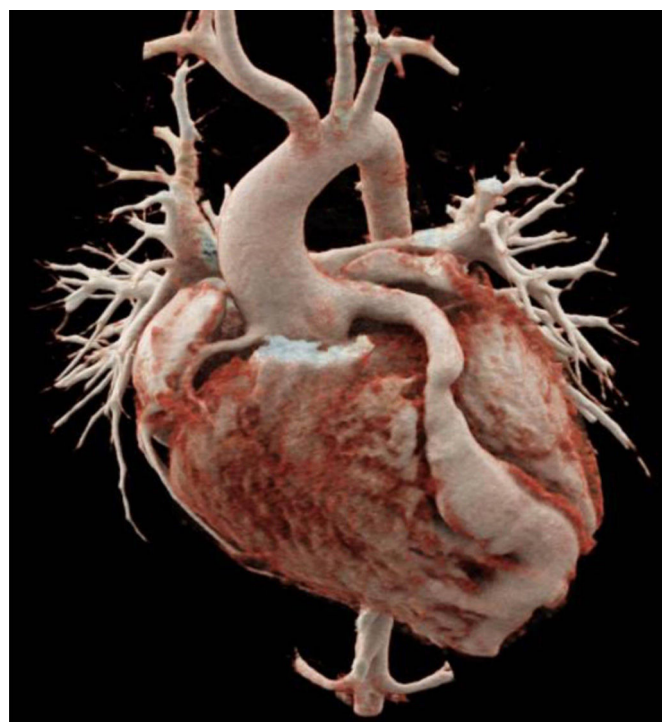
Angiotomografía con dilatación ectásica de los segmentos proximal y medio de la coronaria derecha, además de la raíz aórtica y aorta ascendente.
